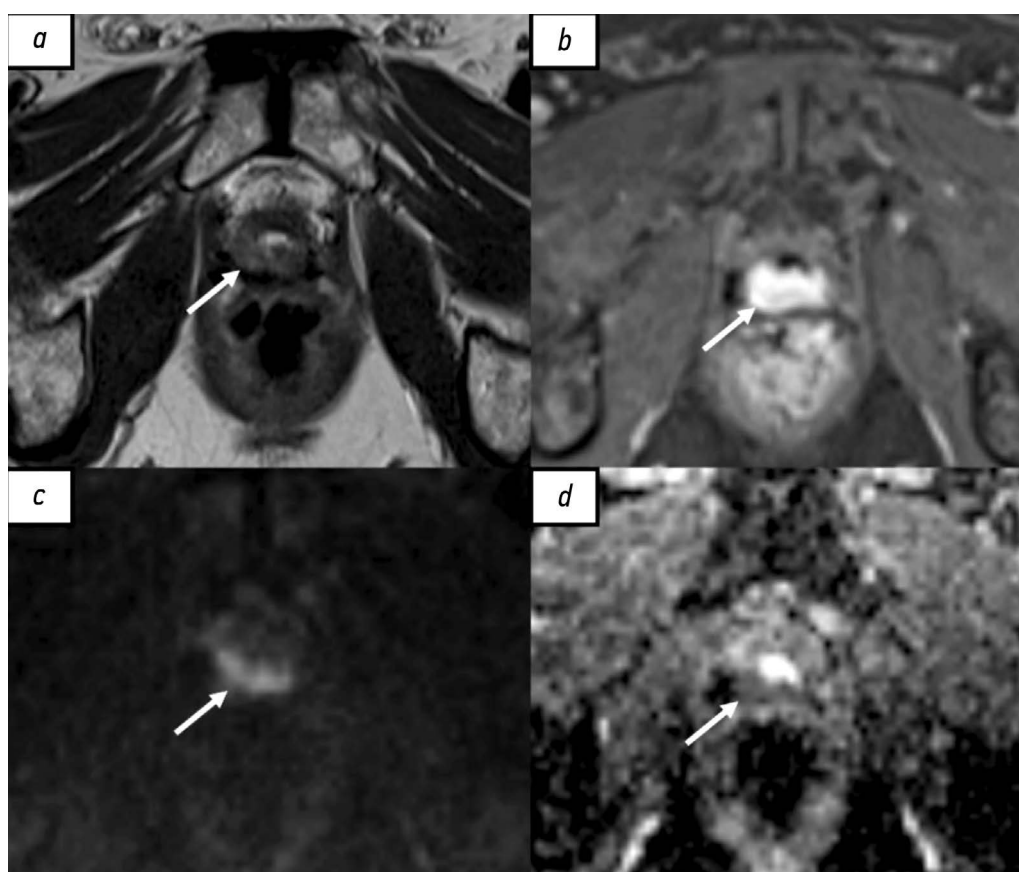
Рецидив рака предстательной железы в области везикоуретрального анастомоза у пациента после радикальной простатэктомии по результатам магнитно-резонансной томографии, собственное наблюдение: *a* — T2-взвешенное изображение в аксиальной плоскости. Зона промежуточной интенсивности магнитно-резонансного сигнала в области везикоуретрального анастомоза по задней поверхности (стрелка); *b* — T1-взвешенное изображение с жироподавлением в аксиальной плоскости. Зона накопления контрастного вещества в области везикоуретрального анастомоза по задней поверхности (стрелка). *c* — диффузионно-взвешенное изображение в аксиальной плоскости, *d* — карта измеряемого коэффициента диффузии. Зона рестрикции диффузии в области везикоуретрального анастомоза по задней поверхности (стрелки).
